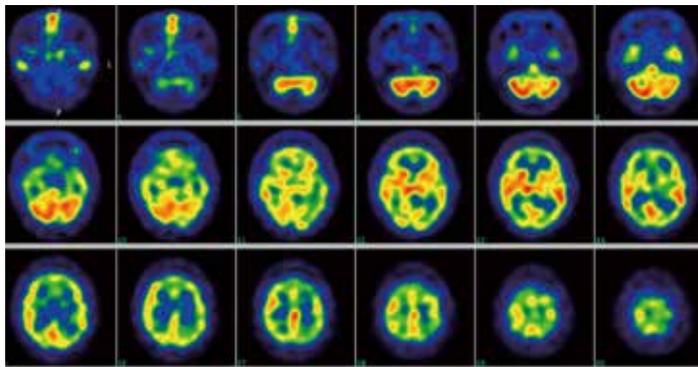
脳血流シンチグラフィ（99m Tc-HM-PAO SPECT）
